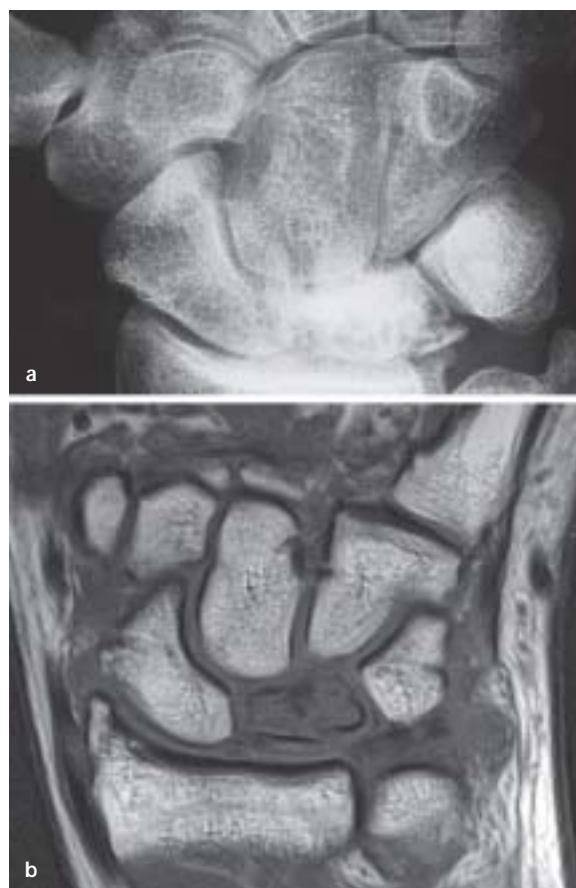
a Typischer radiographischer Befund einer Lunatumnekrose mit gesintertem Os lunatum, das sklerosierte und transparenzgeminderte Areale aufweist sowie frakturiert ist. b T1-gewichtete MRT einer Lunatumnekrose mit Verlust des Fettmarksignals des Lunatums
